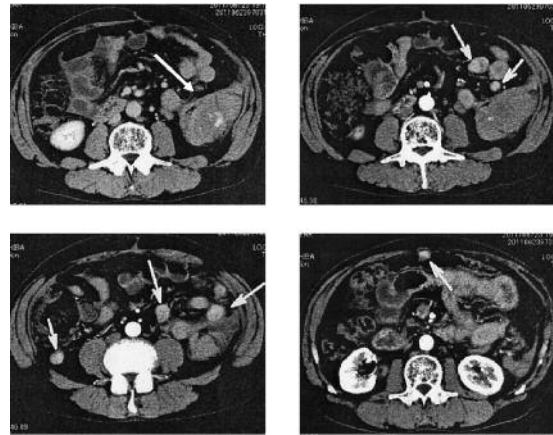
腹部CT (2011年6月) 腹腔内に早期より造影される結節病変を多数認めた。
